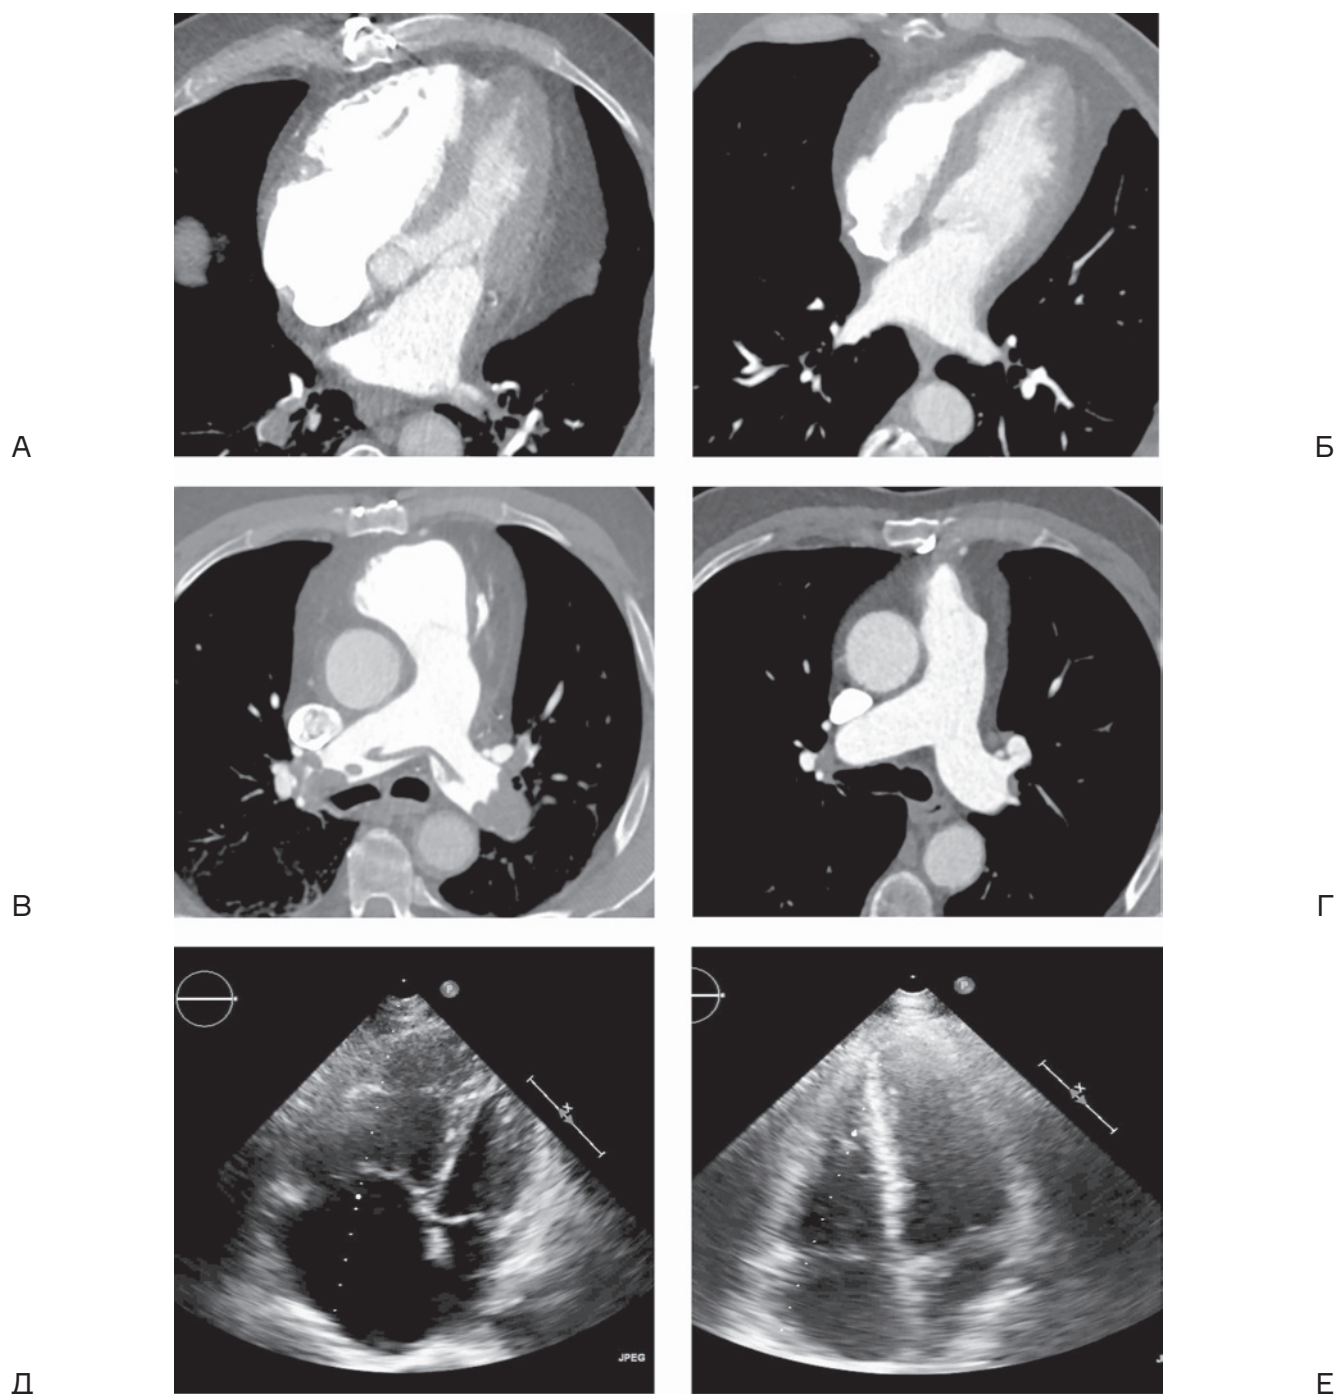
КТ- и ЭхоКГ данные до и после проведения процедуры селективного транскатетерного тромболизиса
